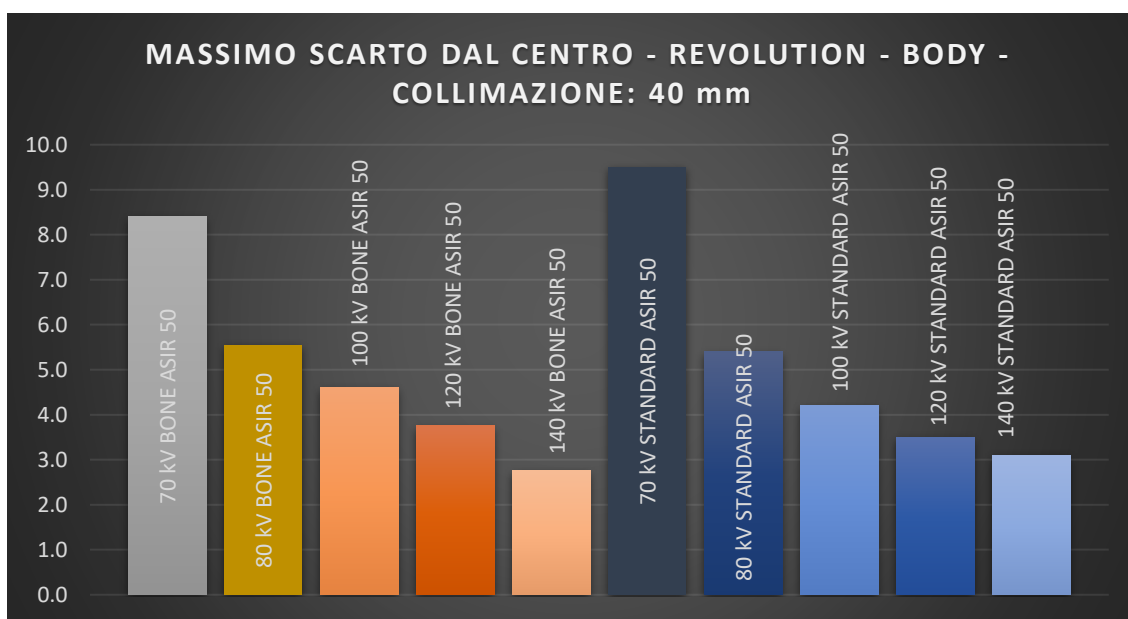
MASSIMO SCARTO AL VARIARE DELLE ENERGIE IN CT REVOLUTION, COLLIMAZIONE 40 mm, LIVELLO DI RICOSTRUZIONE INTERMEDIO, ACQUISIZIONE BODY
